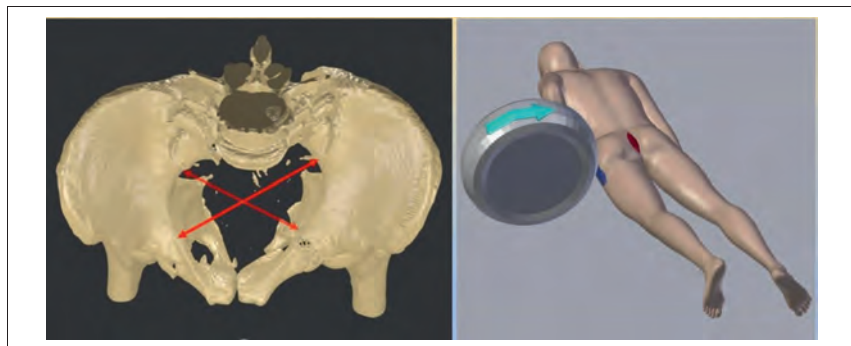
3D-модель таза из данных КТ-исследования и 3D-визуализация экспертных выводов. Направление движения колеса указано стрелкой. Кровоподтек в области левого тазобедренного сустава, образовавшийся в месте первичного контакта колеса с телом, обозначен синим цветом. Рваная рана, образовавшаяся в результате растяжения мягких тканей и возможного последующего воздействия краев отломков крестца, обозначена красным.
